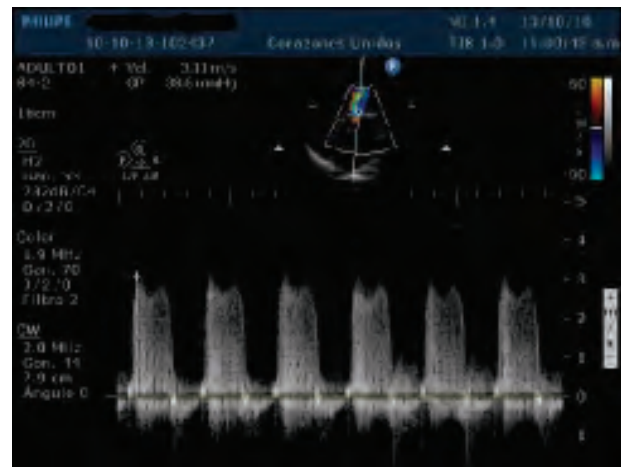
Registro de Doppler continuo a paciente de 20 años con Estenosis mitral severa. Observese el gradiente diastólico máximo = 38.6mmhg.
